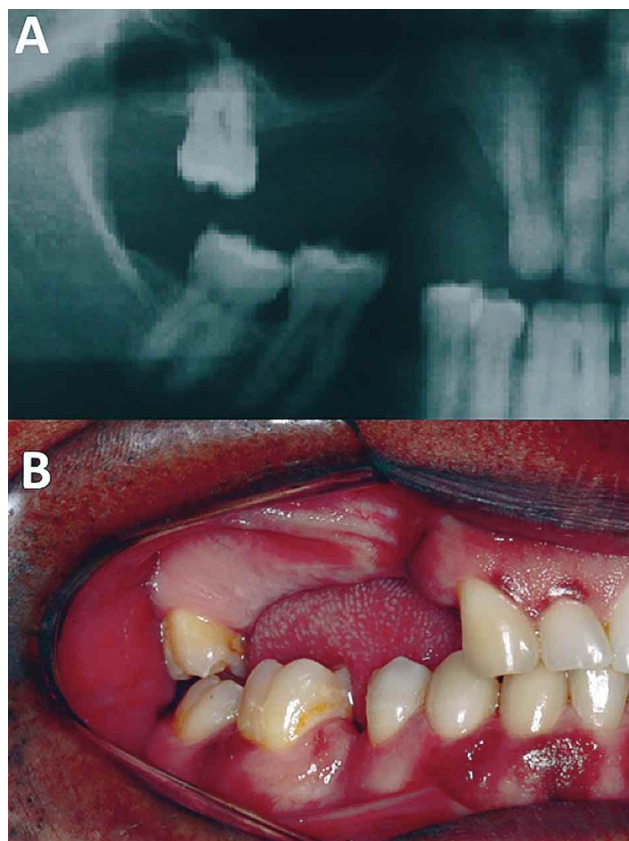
A. Radiografía panorámica evidenciando la altura ósea en el sector posterior de 2 mm en el área de menor tamaño. B. Clínicamente se observa una deficiencia de altura alveolar lo cual exige aumento de altura para conseguir resultados estéticos y funcionales adecuados.
